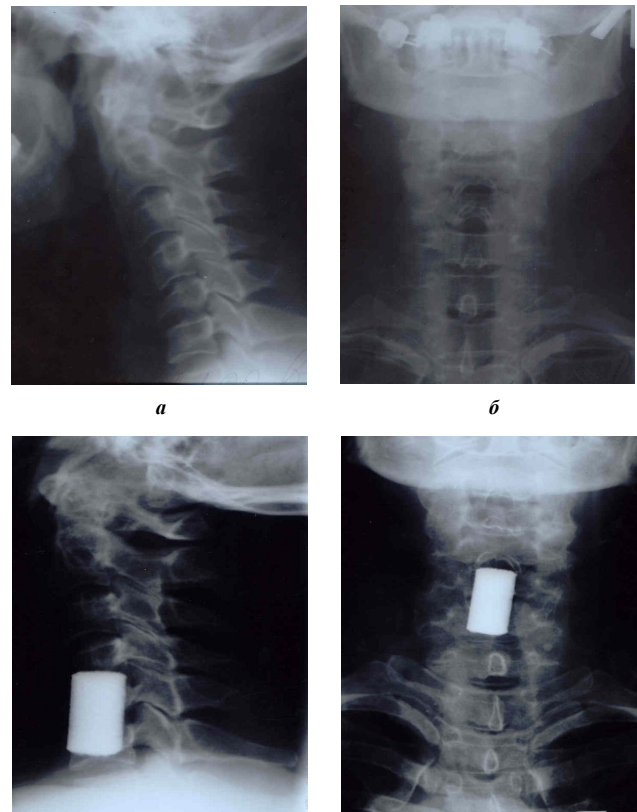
а, б — рентгенограммы больной В. до операции, в, г — рентгенограммы больной В. после операции
